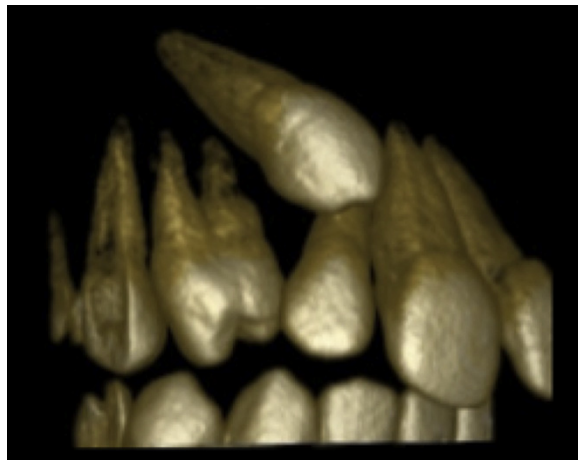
cone-beam de un 13 incluido, vemos claramente la relación del canino con los dientes adyacentes. (Imagen tomada de Chausu y cols, 2015).
